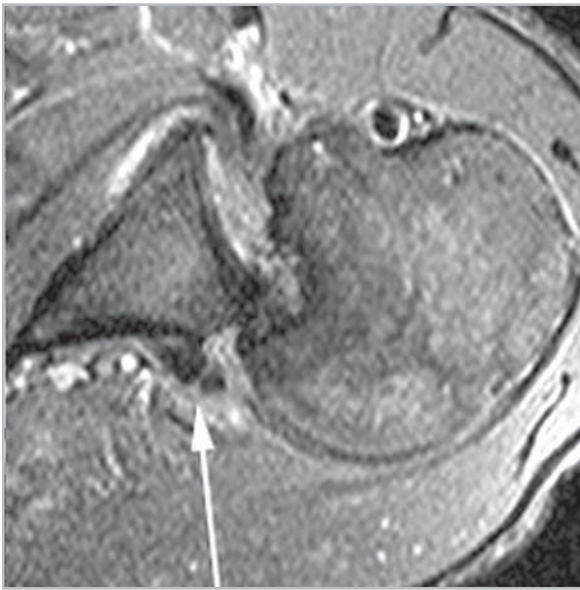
МР-томограмма плечевого сустава в трансверсальной проекции (T2/FFE). Обратное повреждение Банкарта (стрелка)
